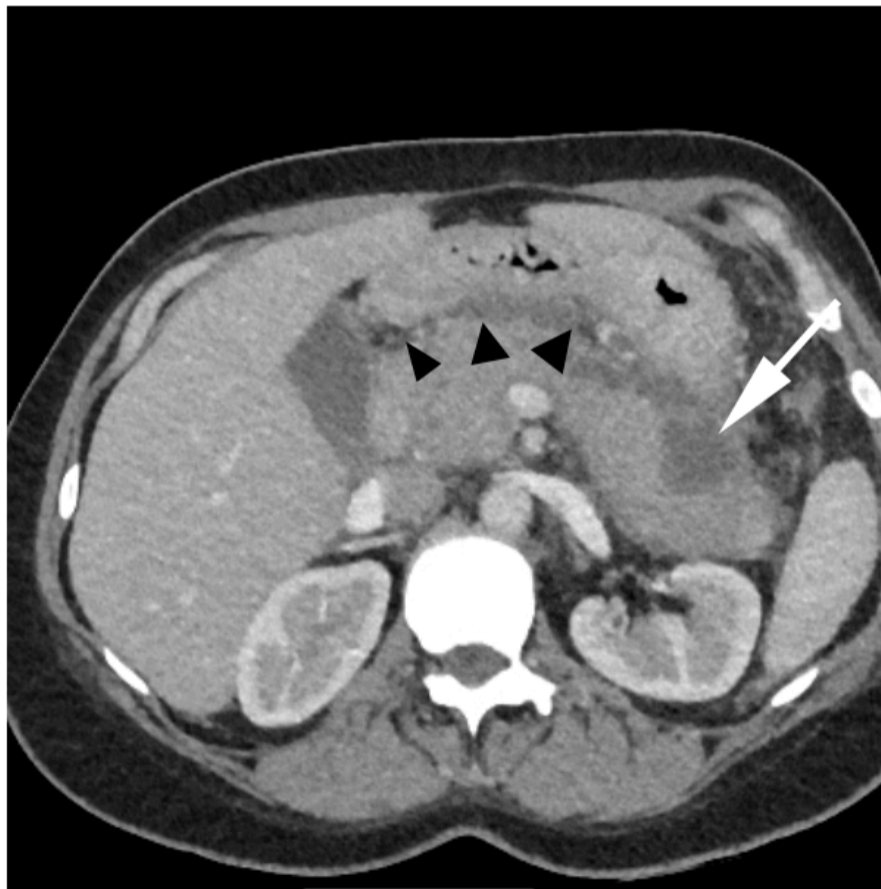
Coupe axiale TDM abdominale : PA nécrotique avec une zone de nécrose caudale (flèche blanche) ainsi qu'une infiltration de la graisse péripancréatique (têtes de flèche).
